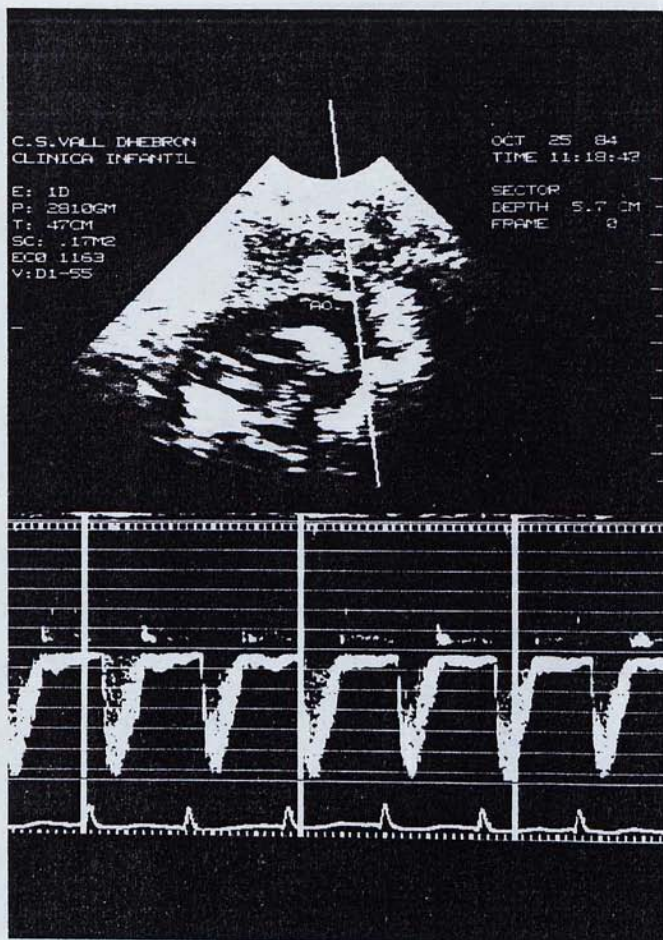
Examen Doppler del flux aòrtic normal a nivell de l'istme aòrtic. S'aprecia una corba uniforme, negativa (allunyament dels transductor), al llarg de la sistole ventricular).
